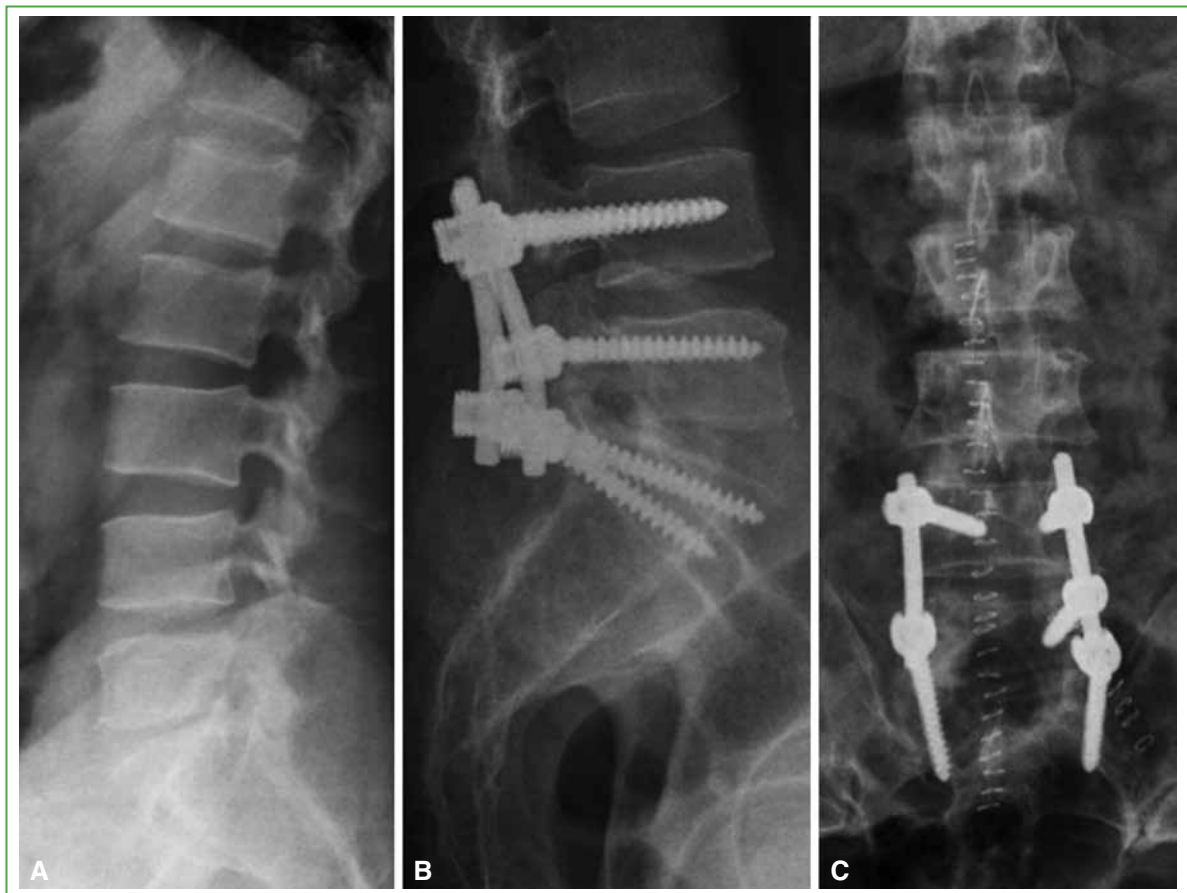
A. Radiografía de columna lumbar lateral. No se observan lesiones óseas. B y C. Radiografía de columna lumbar. Se aprecia la instrumentación posterior corta de L4-L5-S1. (Abril de 2011).
